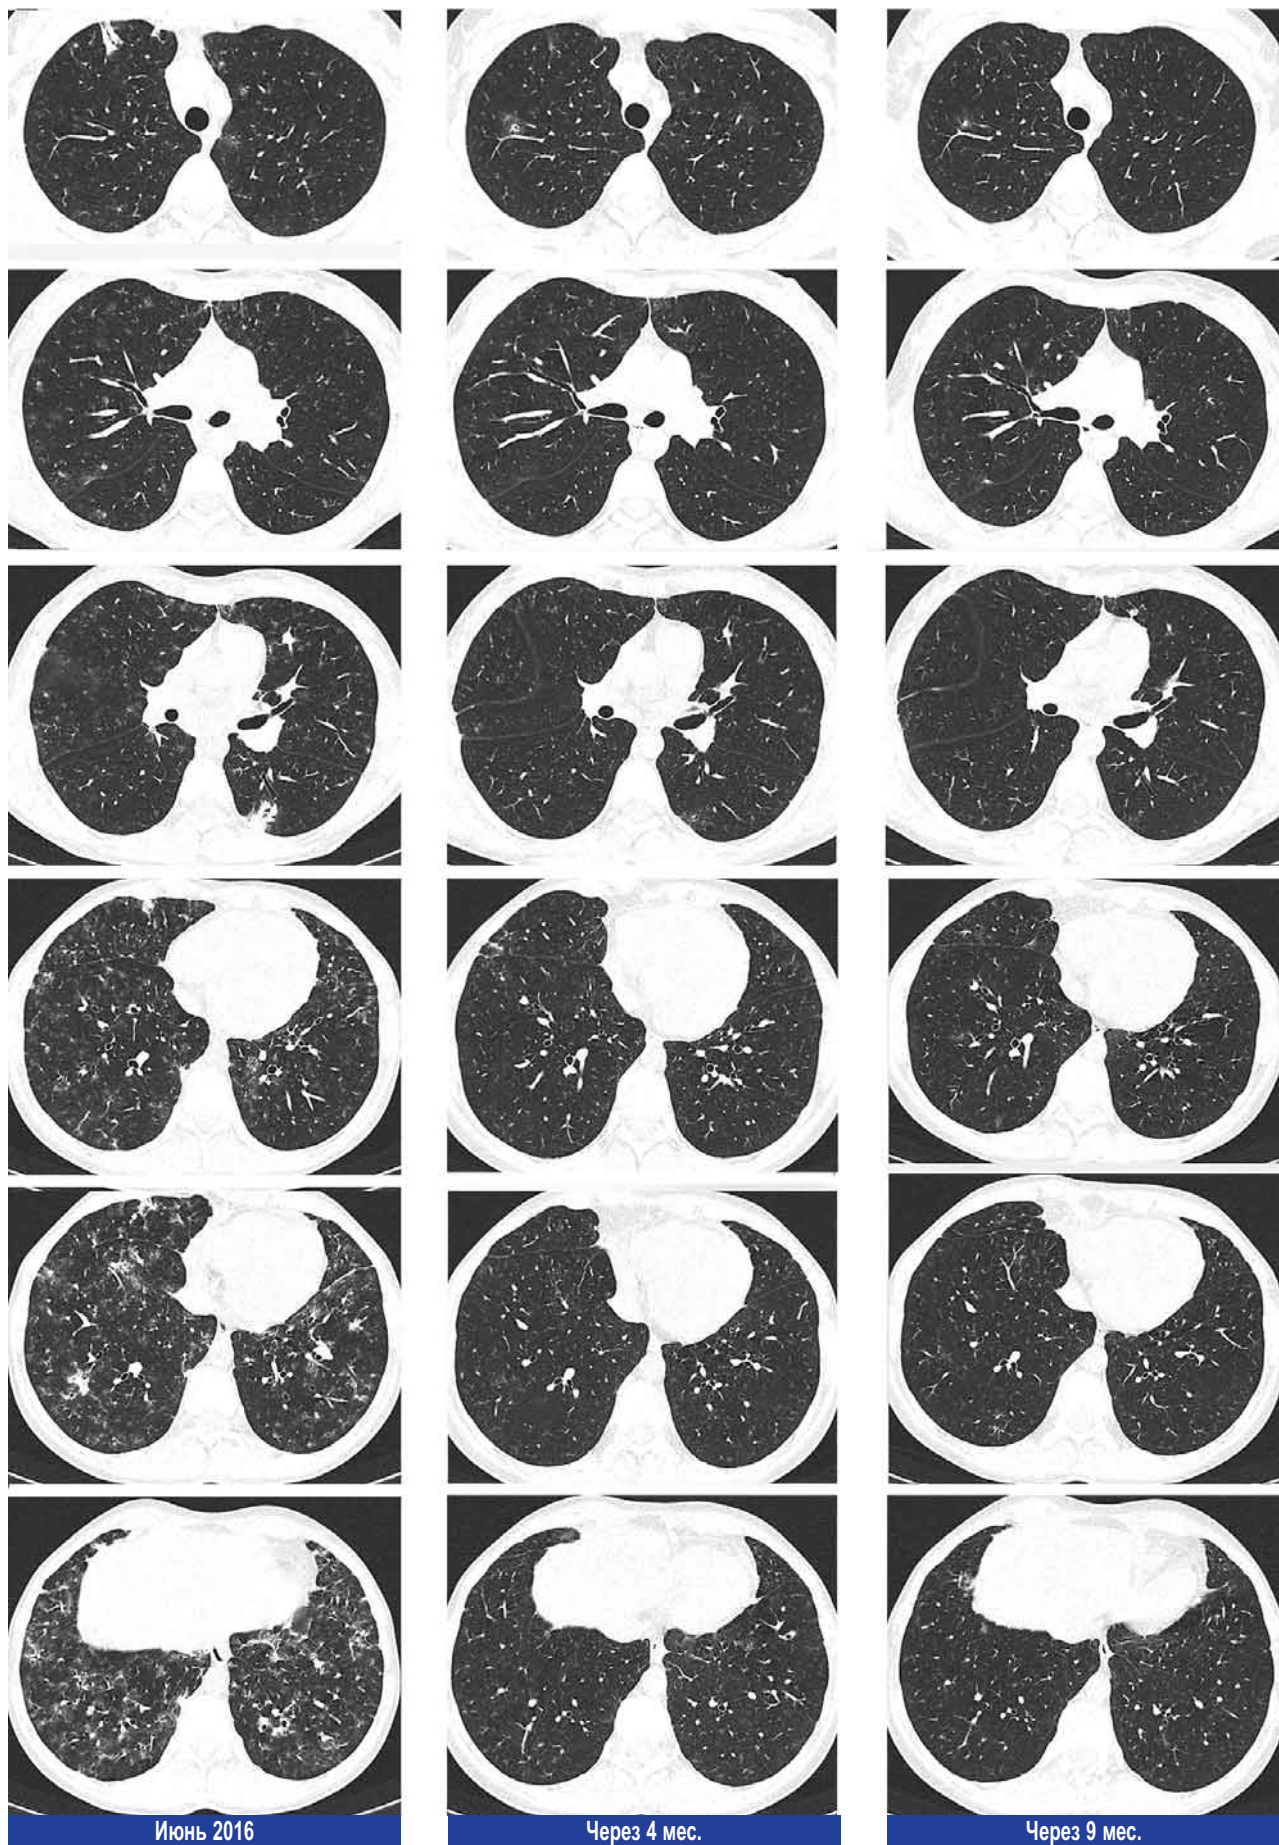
То же наблюдение в динамике. Компьютерная томограмма органов грудной клетки пациентки К. в процессе лечения
